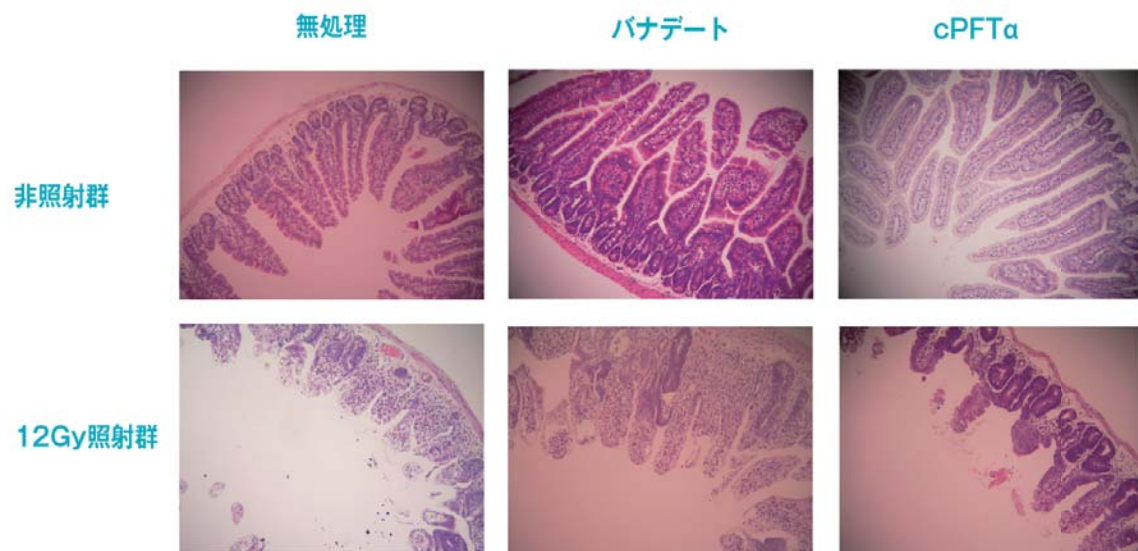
バナデート投与群の方が無処理群、cPFT $\alpha$ 投与群に比べX線照射後に腸上皮の腺窩の消失や絨毛の萎縮が少ない
